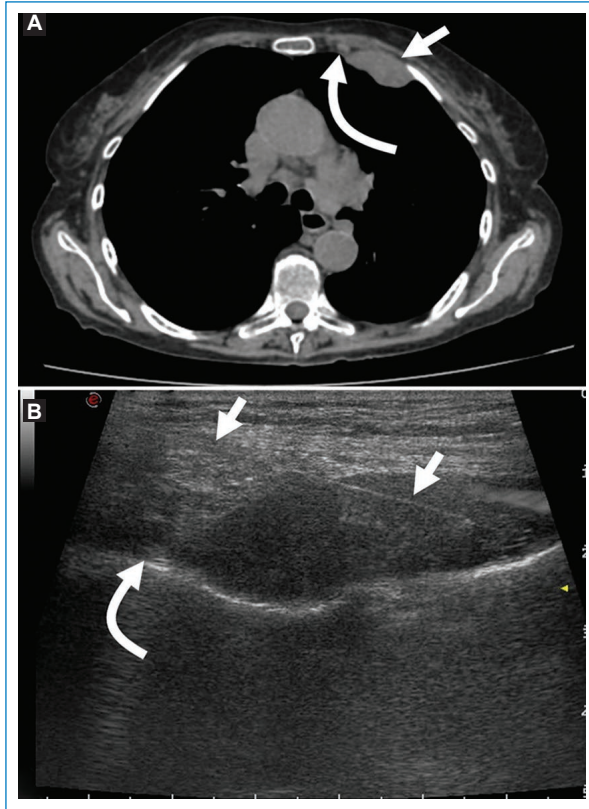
Mujer de 79 años con antecedentes de cáncer renal en control oncológico. A: TC de tórax que muestra presencia de masa pleural izquierda en contacto con la pared del tórax (flecha), adyacente a los vasos de la cadena mamaria interna (flecha curva). B: biopsia dirigida por ecografía de masa pulmonar en formato coaxial con aguja Franseen 18 G (flecha). Nótese el paquete mamario interno adyacente a la lesión (flecha curva). Diagnóstico final: infiltración por carcinoma de células renales, variedad células claras.
